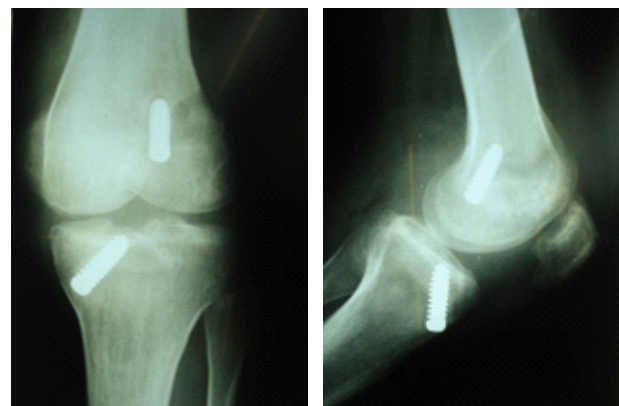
Radiographies de contrôle de face et profil du genou après ligamentoplastie
